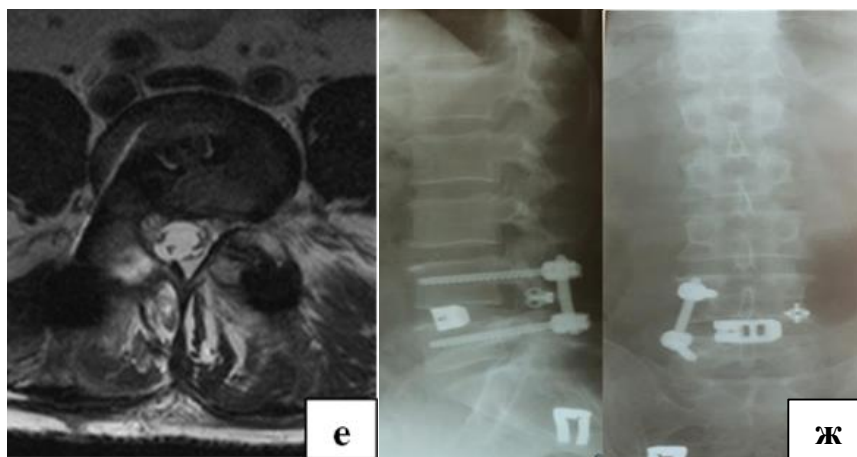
(Продолжение) – Пациент X., 43 лет; дегенеративное заболевание поясничного отдела позвоночника на уровне L<sub>IV</sub>–L<sub>V</sub>: е – аксиальная МРТ-грамма поясничного отдела позвоночника: состояние после дискэктомии МПД L<sub>IV</sub>–L<sub>V</sub>, межтелового трансфораминального спондилодеза, транспедикулярной стабилизации справа, трансфасеточной фиксации слева; ж – контрольная рентгенограмма поясничного отдела позвоночника в сагиттальной и фронтальной проекциях операции (PI 50°, PT 11°, SS 39°, L<sub>1</sub>–S<sub>1</sub> LL 61°). ВАШ, поясничный отдел, до операции – 77 мм, ВАШ, нижние конечности, до операции – 84 мм, ODI до операции – 68 баллов; ВАШ, поясничный отдел, через 24 месяца – 9 мм, ВАШ, нижние конечности, через 24 месяца – 4 мм, ODI через 24 месяца – 10 баллов, по шкале Masab – отличный исход
